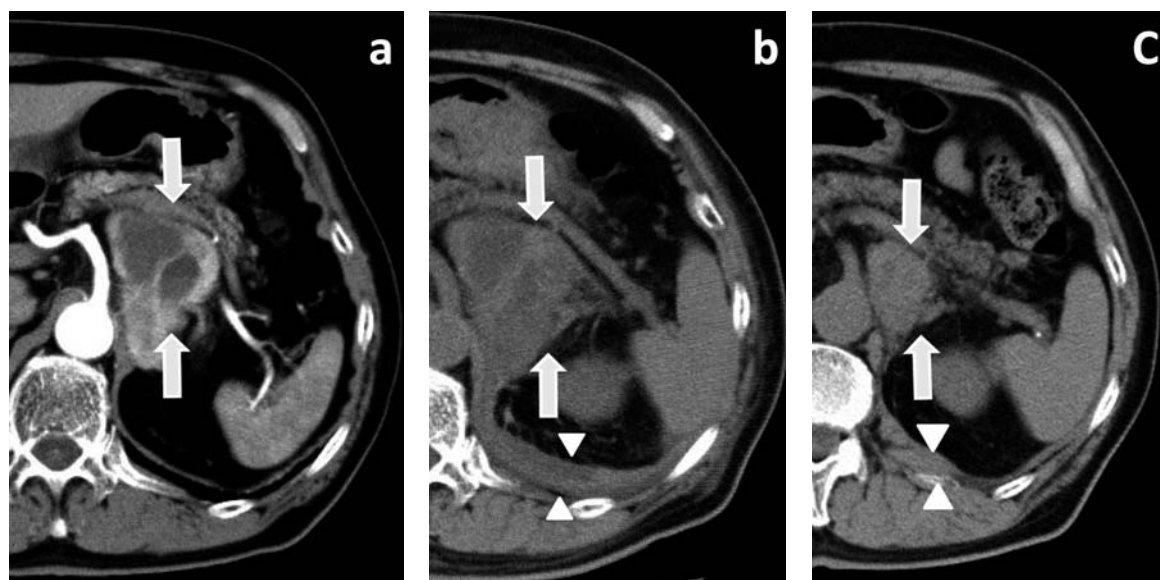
Computed tomography at 3 days before crisis (a), 5 days after crisis (b), and 60 days after crisis (c). The tumor (white arrow) shrinks and the hematoma (white triangle) disappears.
